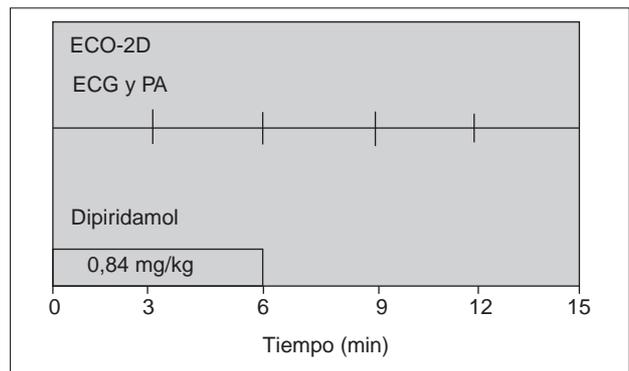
Protocolo de la ecocardiografía con dipiridamol.
